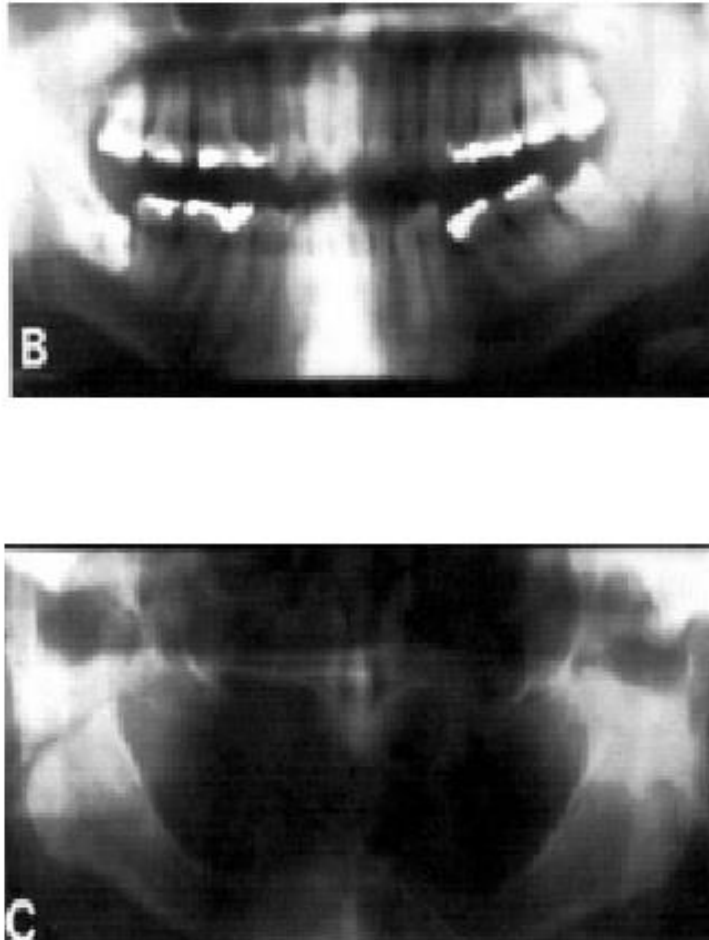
Exemplos de ortopantomografia. (Whaites, 2007)
